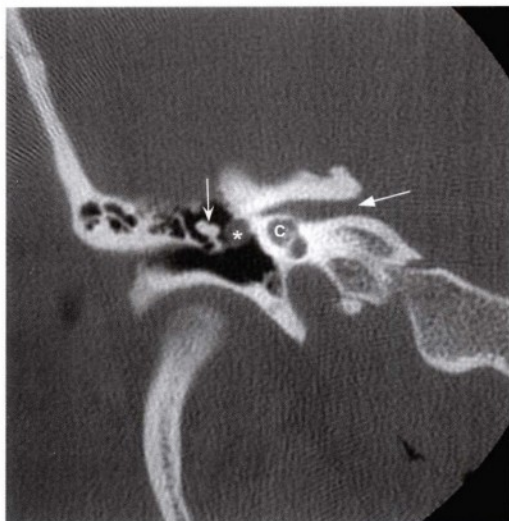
经右侧颞骨，内听道（直箭头）、耳蜗（C）及听小骨（凹箭头）层面的冠状位高分辨率CT图像，显示一圆形、均质的软组织团块（星号）位于右侧面神经管鼓室段（水平部）的中央，并由此继续扩展。邻近骨组织发生了平滑的骨质重建。该病变无侵袭特征并且不符合中耳或是乳突的炎症改变。
